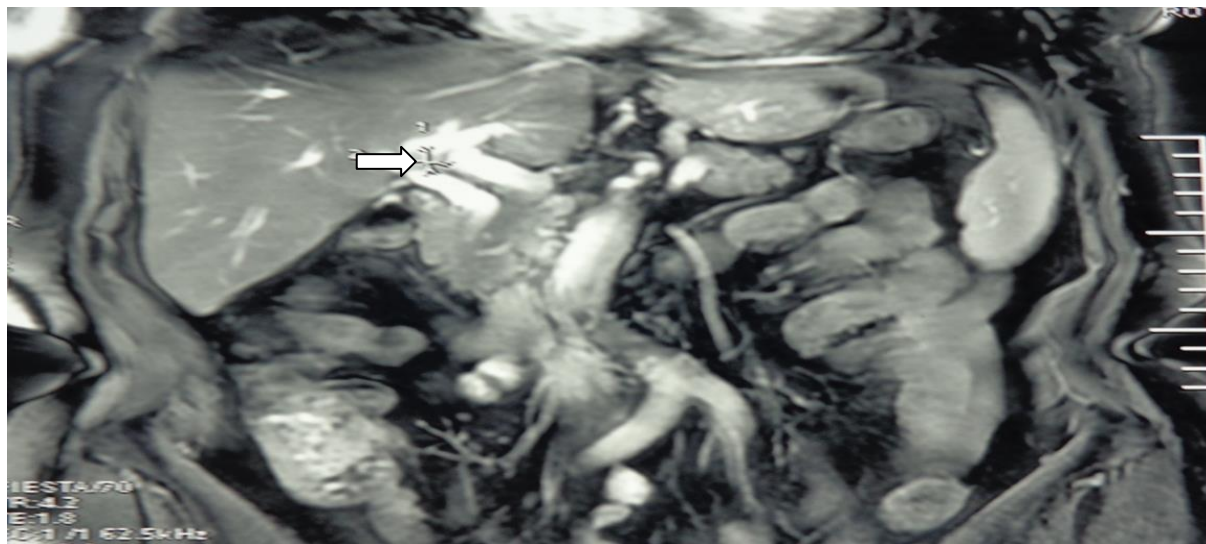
Магнитно-резонансная томограмма больной К. Картина объемного образования ворот печени (стрелка).
